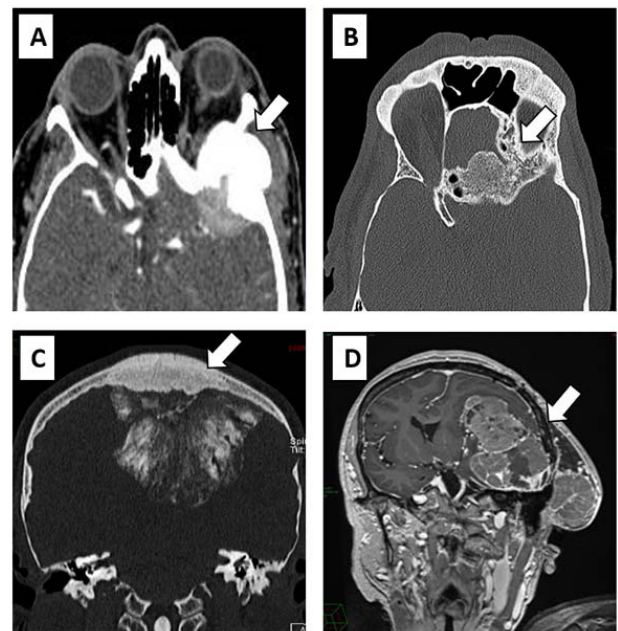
Imágenes representativas de hiperostosis en meningiomas de diversa localización. A, Ala mayor del esfenoides (IRM axial) con hiperostosis hipointensa, realce del componente sólido y proptosis del globo ocular. B, Surco olfatorio (TC en T2 coronal) con lesión isointensa que cruza línea media con edema circundante. C, Convexidad (TC multidetector coronal) con hiperostosis biparietal que ensancha al diploë. D, Temporal izquierdo (IRM coronal), con encajonamiento del hueso temporal e hiperostosis ósea
